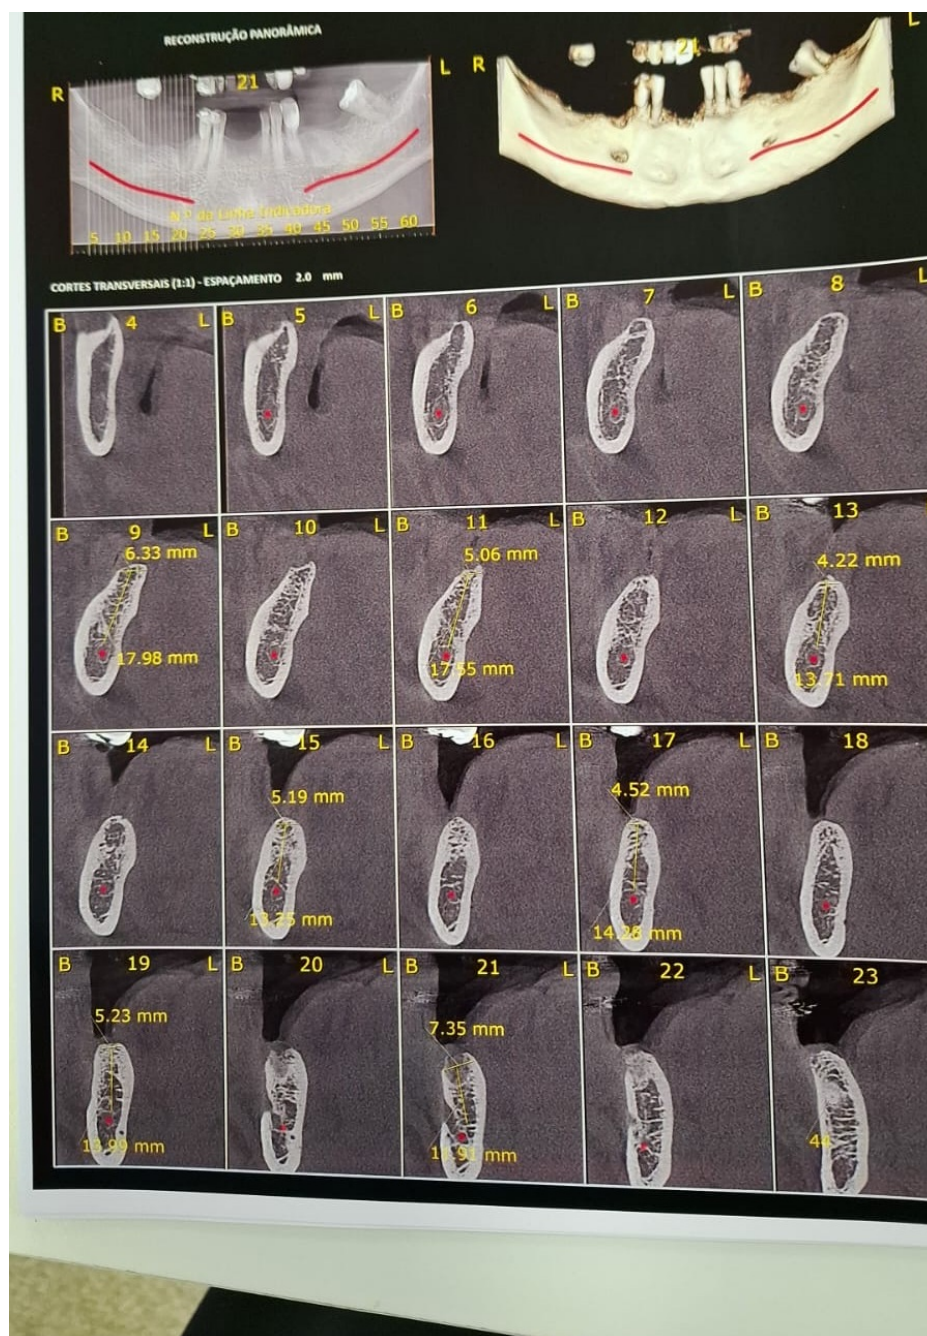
Tomografia computadorizada de feixe cônico da mandíbula, com reconstruções panorâmica e tridimensional e cortes transversais do rebordo. As medidas apresentadas no exame auxiliaram a avaliação da disponibilidade óssea e o planejamento das posições dos implantes. Imagem anonimizada para proteção dos dados do paciente.
